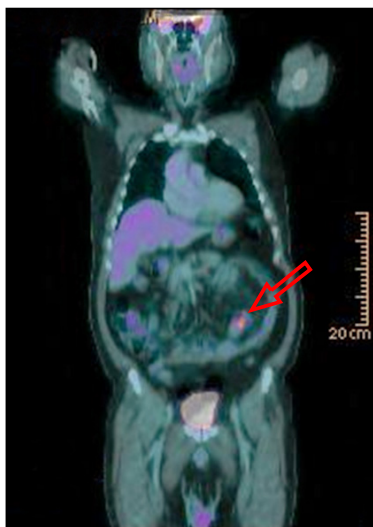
PET-CT showing hypermetabolic malignancy in the ileum with multiple regional lymph node metastasis in the small bowel mesentery (arrow).
